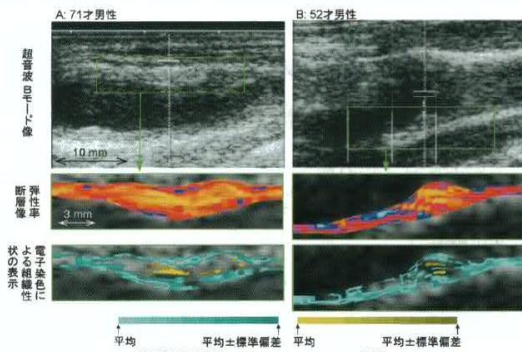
総頸動脈（2名高脂血症患者）の計測例。病変部の通常の超音波エコー断層像（上段）、弾性率断層像（中段）、超音波による組織同定結果（下段）
